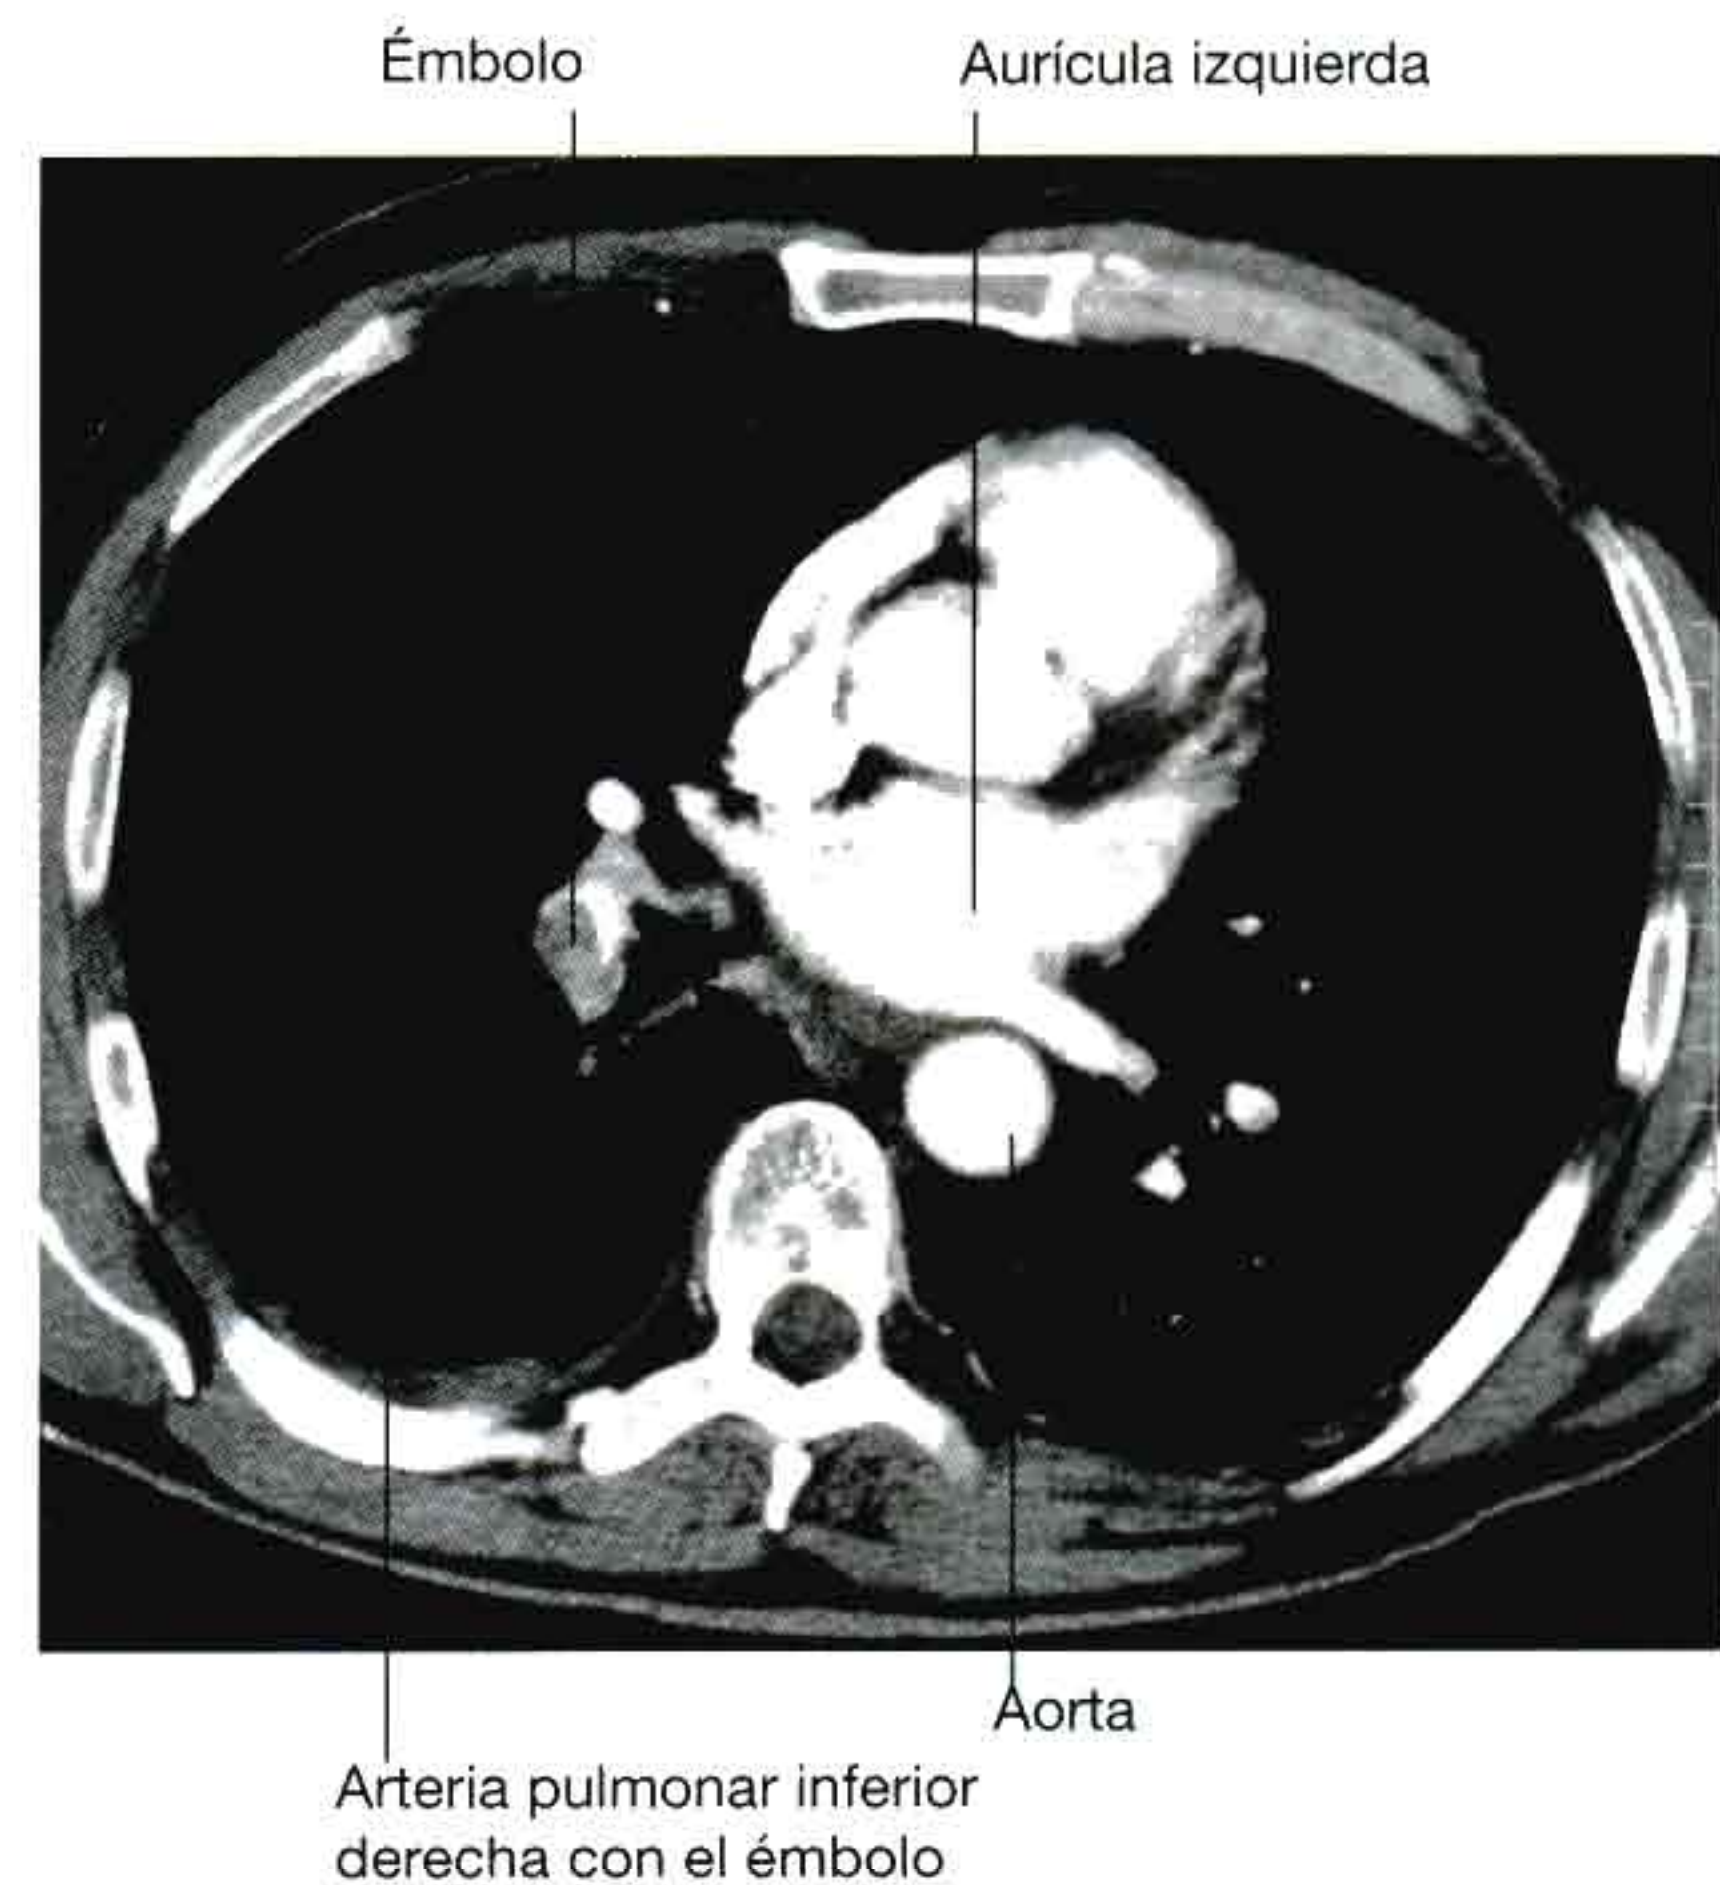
Embolia pulmonar. Tomografía computarizada.
